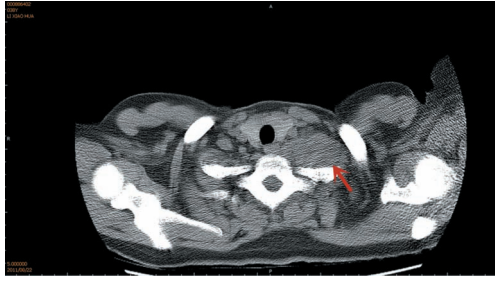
治疗前多层螺旋CT平扫检查示患者左侧胸廓入口处软组织密度影(箭头所指,最大截面积为2.82 cm×4.02 cm)
